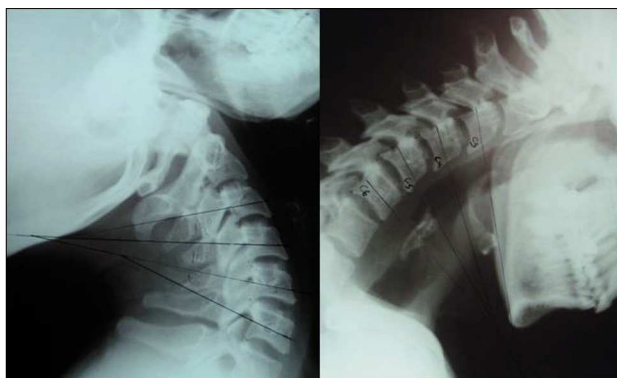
Mediciones efectuadas sobre radiografías dinámicas en flexión y extensión.
